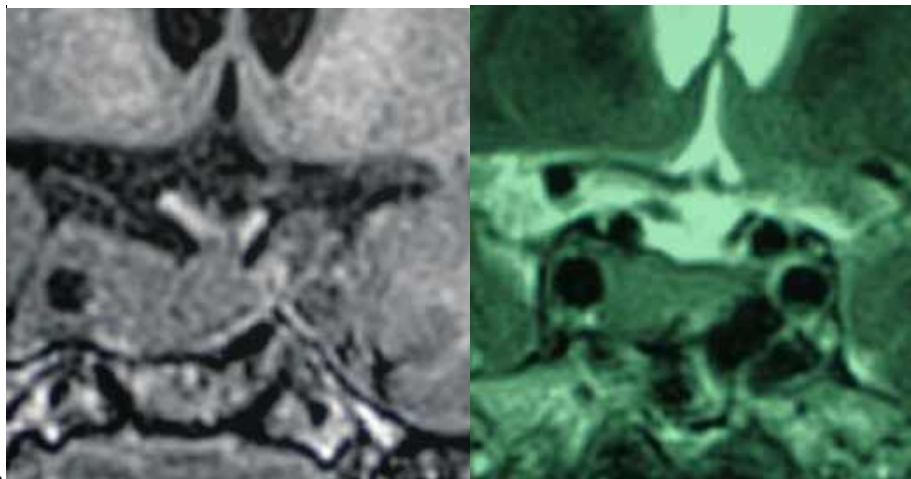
Спостереження №373. МРТ без підсилення, післяопераційний контроль після субтотального видалення ГНАГ.
